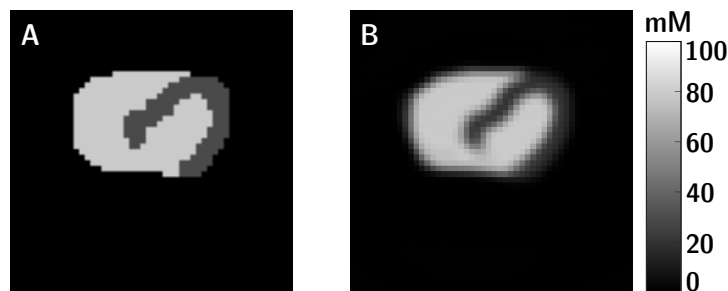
Mit binären Masken von Blutvolumen und Herzmuskel basierend auf hochauflösten ^1H -Messungen (A) können unter Berücksichtigung der jeweiligen Natriumkonzentrationen und deren Relaxationszeiten ^{23}Na -MRT-Daten (B) simuliert werden.
